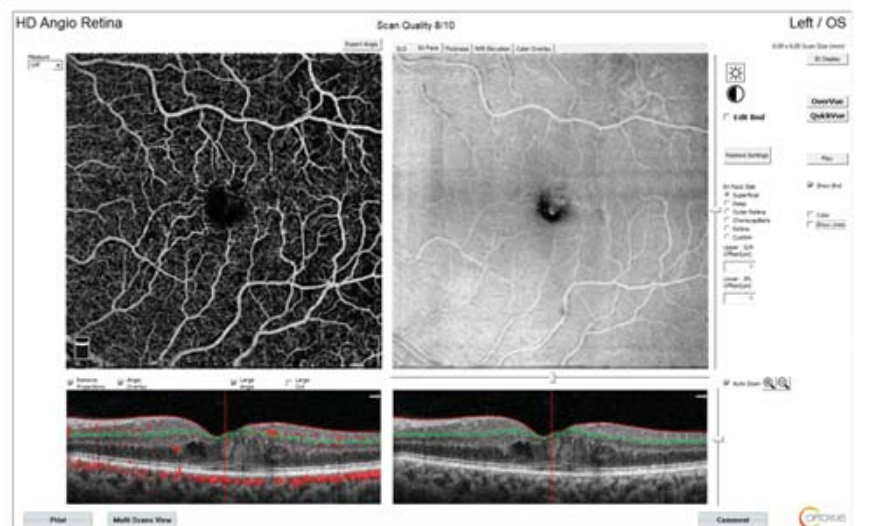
Анализ ОКТ-ангиограмм в графическом редакторе для выявления доли зон ретиальной неперфузии
